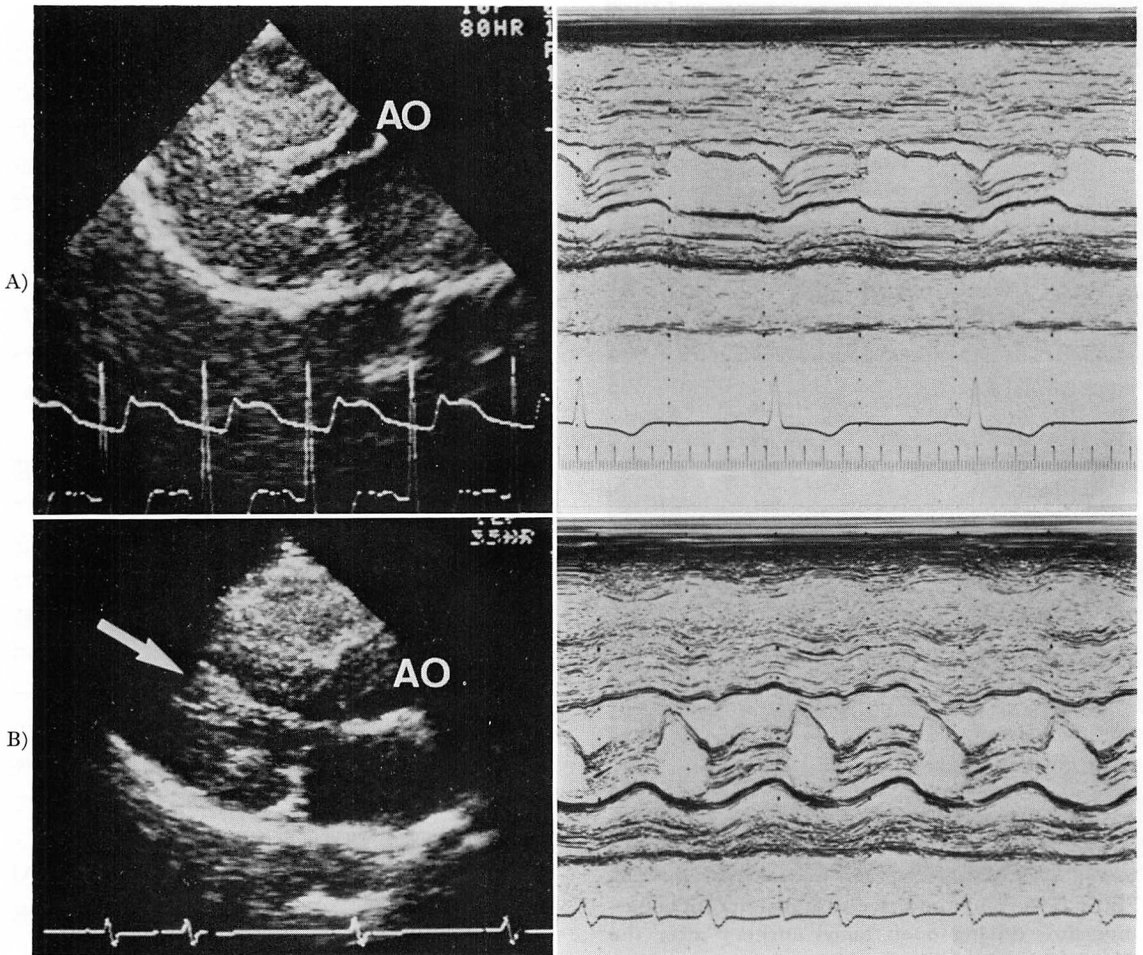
M-mode and two-dimensional echocardiograms before and after surgery (Case 2).
